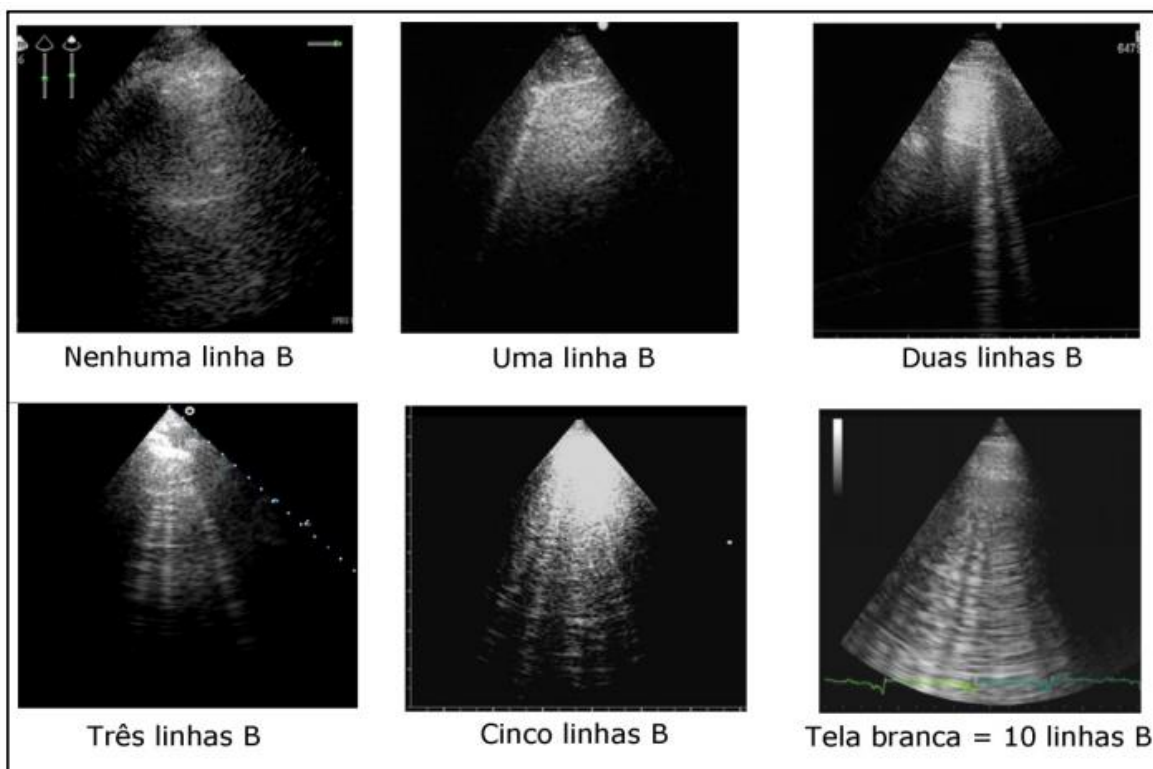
Ultrassonografia pulmonar mostrando números de linhas B (*Adaptado de Gargani L, 2011*)³⁰.
